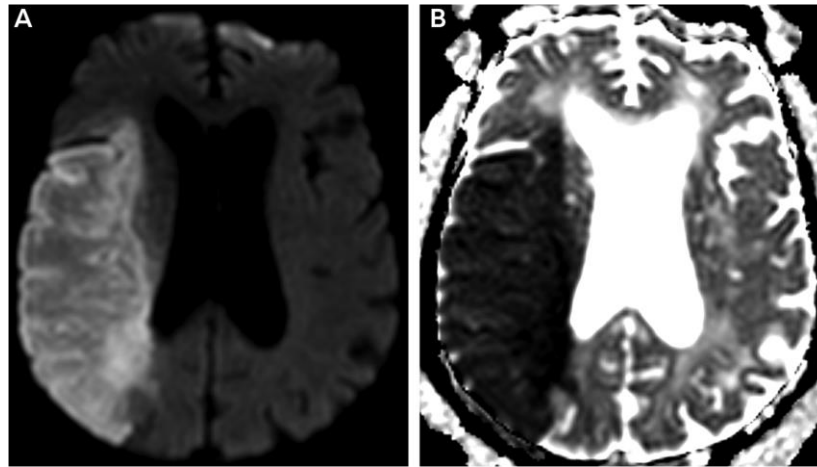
Tomada de (1). Marcadores de imagen de ACV isquémico agudo en resonancia magnética. A, Imágenes ponderadas por difusión (DWI) con alta intensidad de señal en la región de la arteria cerebral media derecha. B, Esta misma región también tiene una intensidad de señal baja en la secuencia del coeficiente de difusión aparente (ADC). El resultado es un patrón de imagen que es "brillante" en DWI y "oscuro" en ADC, consistente con una verdadera difusión restringida.
